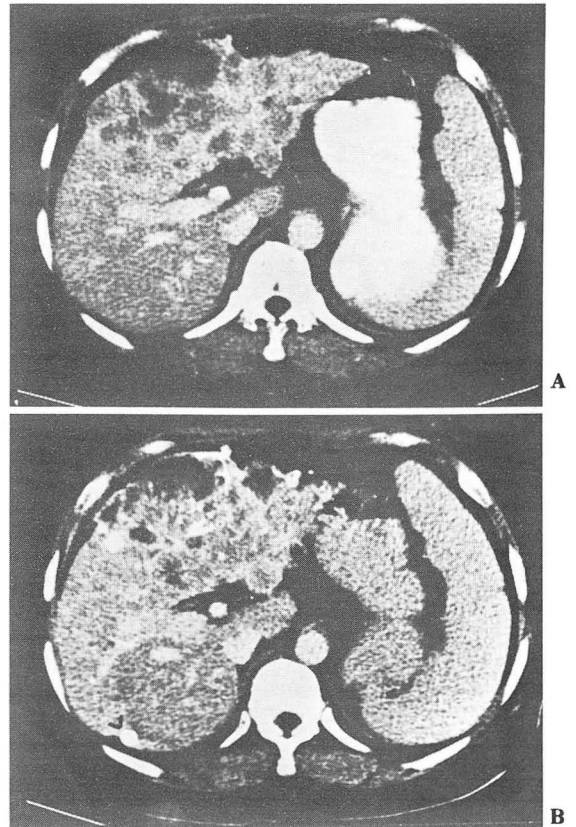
A. Post-contrast CT: Inhomogeneous low density mass, left lobe and anterior segment of right lobe.
